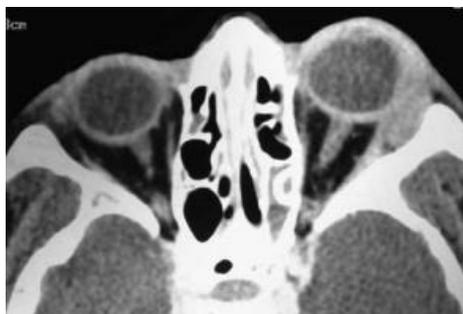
Tomografía, masa retro ocular bilateral a predominio izquierdo; granulomatosis de Wegener.
